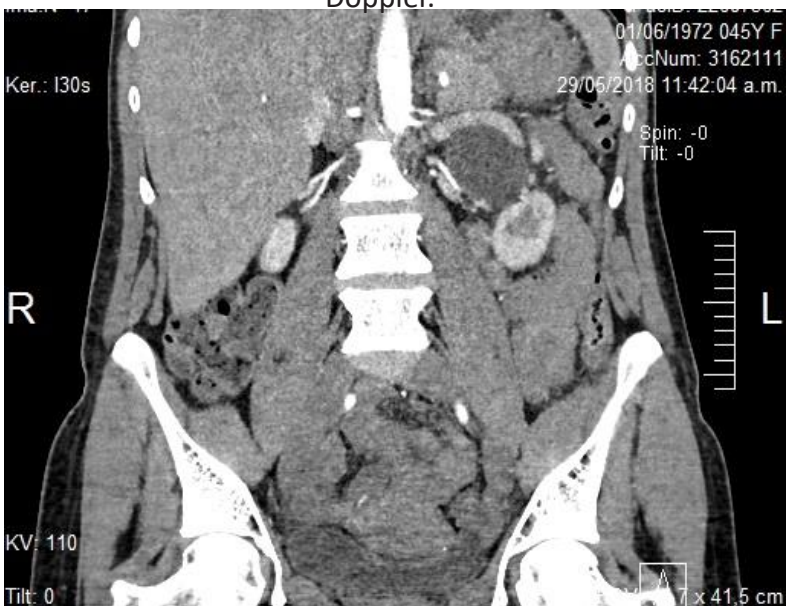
La tomografía computarizada, en cortes coronal, de muestra ectasia proximal de la VRI y ahusamiento al pasar entre la aorta y la AMS.
